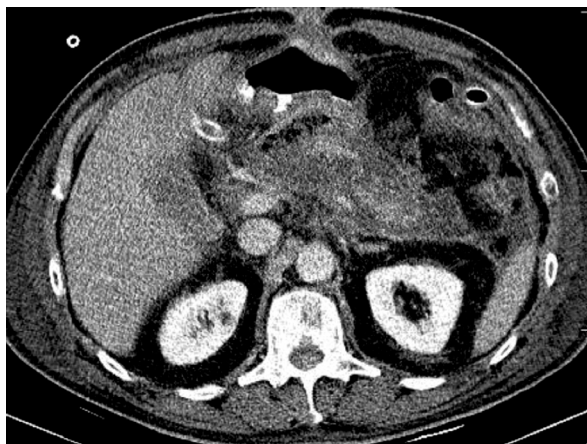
МСКТ с болюсным контрастированием у пациента с панкреонекрозом. Артериальная фаза, аксиальные срезы
